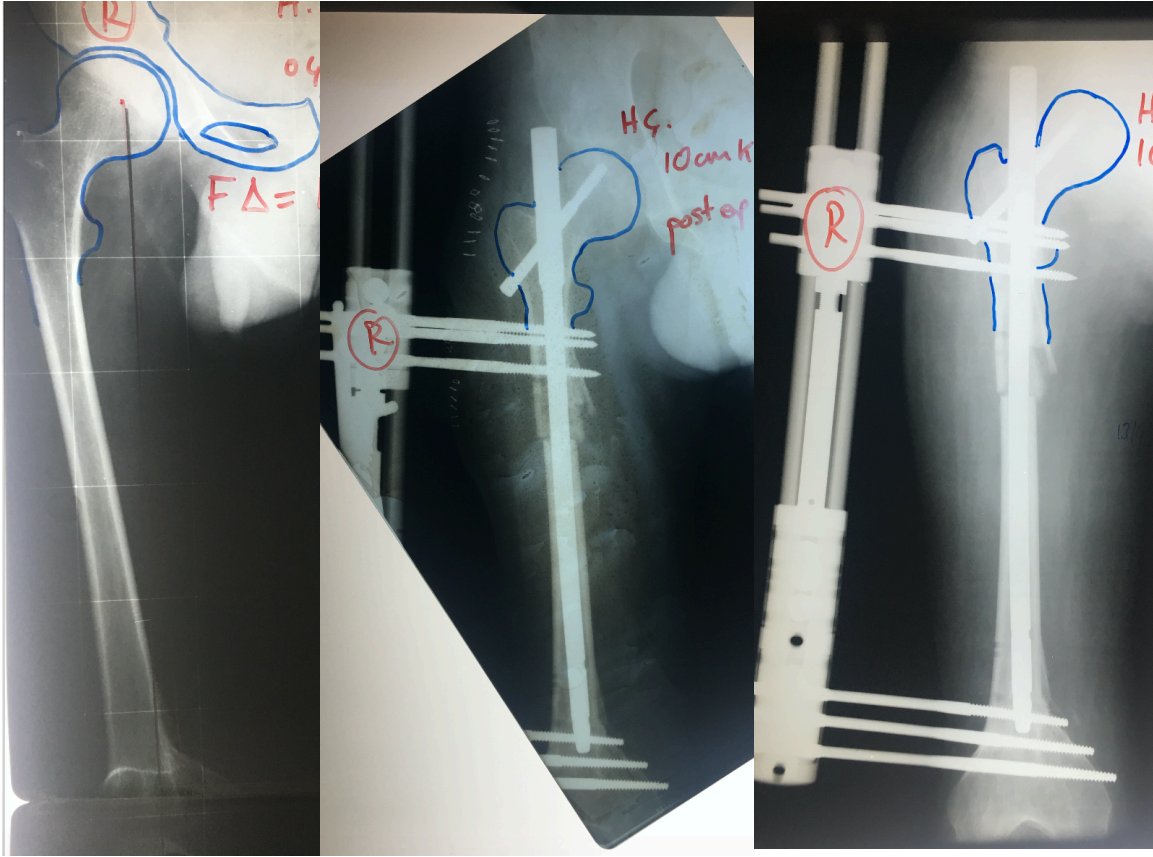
Sol alt ekstremitesinde radyolojik olarak 6 cm kısalığı olan olgunun ameliyat öncesi sol femur anteroposterior röntgenogramı (en solda), osteotomi seviyesini ve Schanz yerleşimini gösteren ameliyat sonrası erken dönemde çekilmiş femur anteroposterior röntgenogramı (ortada), uzatma esnasında distraksiyon aralığının gösterilmesi (en sağda).
